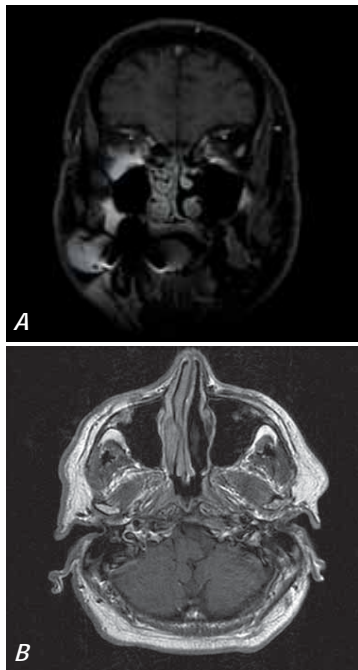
Aspect IRM postoperator în incidență coronală (a) și axială (b) – rezecție tumorală completă
